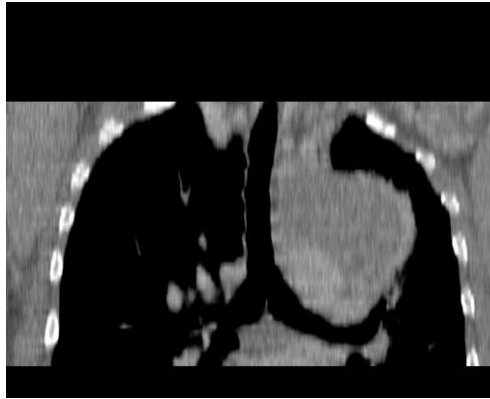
Angio TAC. Se observa hematoma disecante de aorta torácica descendente.
